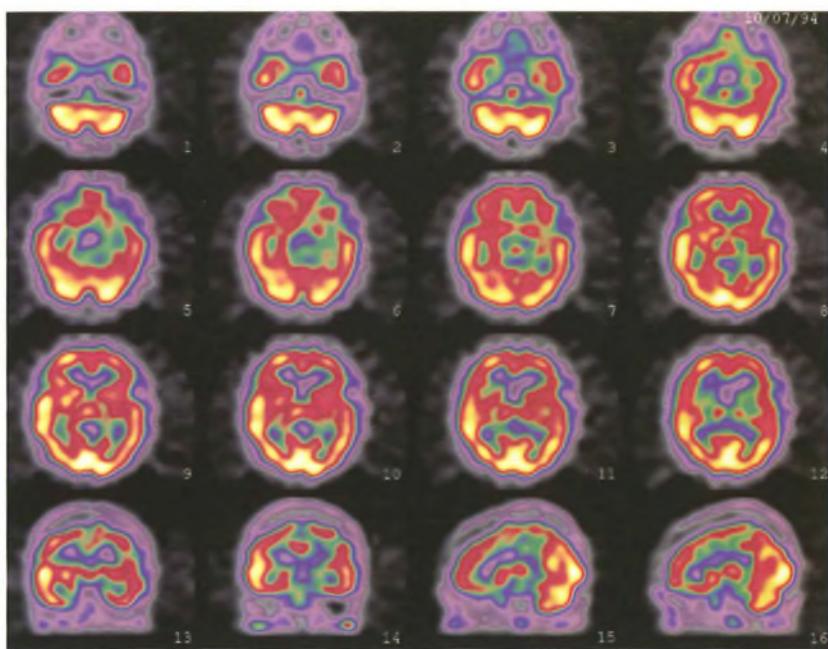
Tomoscintigrafia cerebrale ottenuta con ECD- ^{99m}Tc somministrato in fase ictale in un paziente con epilessia: aumento della perfusione in sede temporo-parietale destra.
